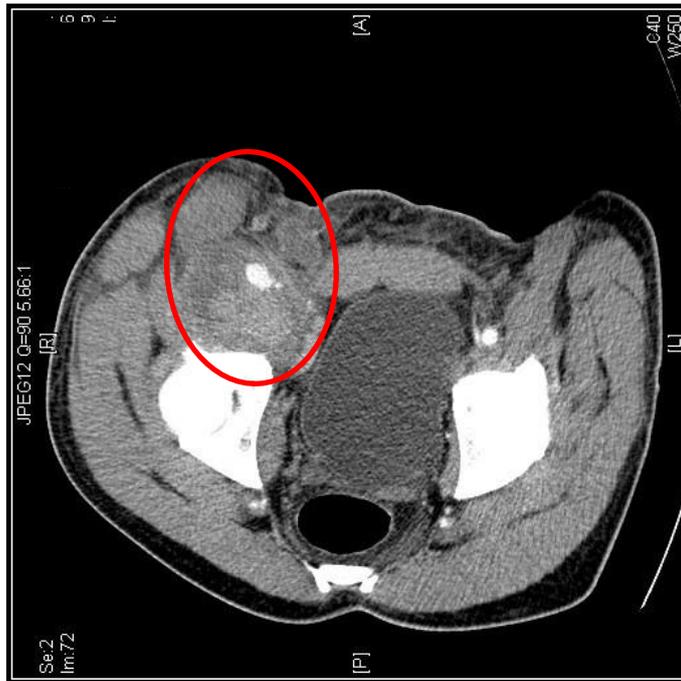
Computertomografische Angiografie, Axialschnitt: septisches Aneurysma spurium rechts inguinal
